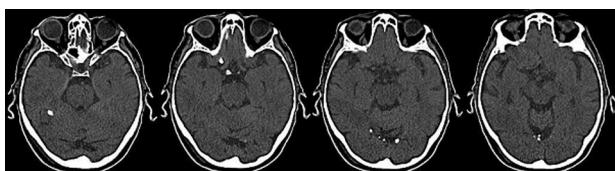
Tomografía previa al ingreso: imágenes hiperdensas, con aspecto de calcificación difusa en relación con el borde libre del tentorio cerebeloso
